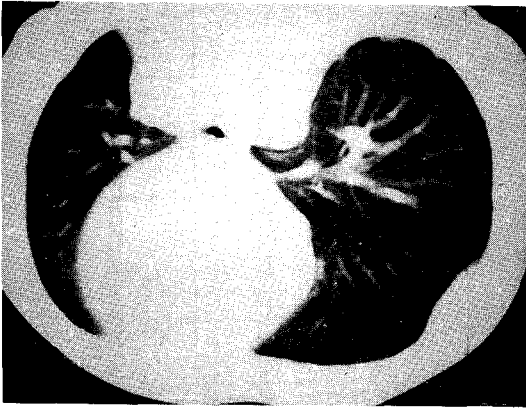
CT scan of the chest reveals atelectasis of Left lower basal segment with subpleural nodules. There show no definite mass lesion and enlarged lymph node.
